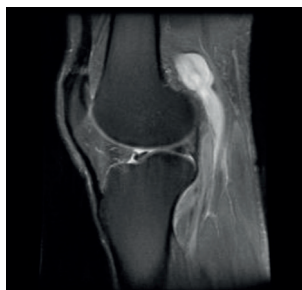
RM com identificação da AVP esquerda.
